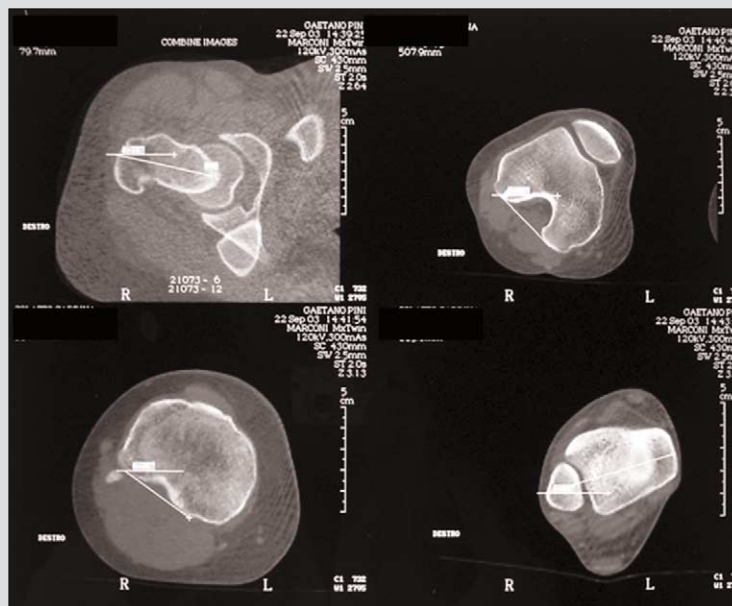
Studio torsionale TC pre-operatorio
